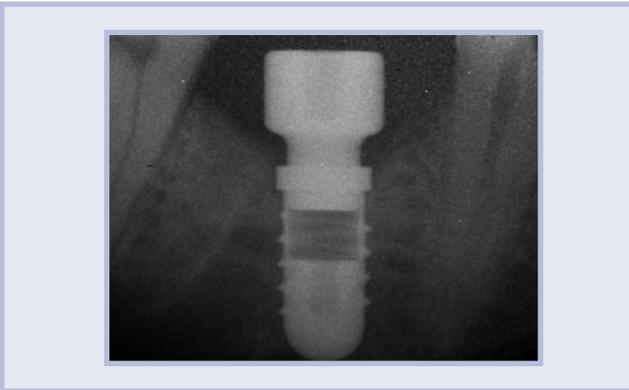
Immagine radiografica a 2 settimane dalla chirurgia
